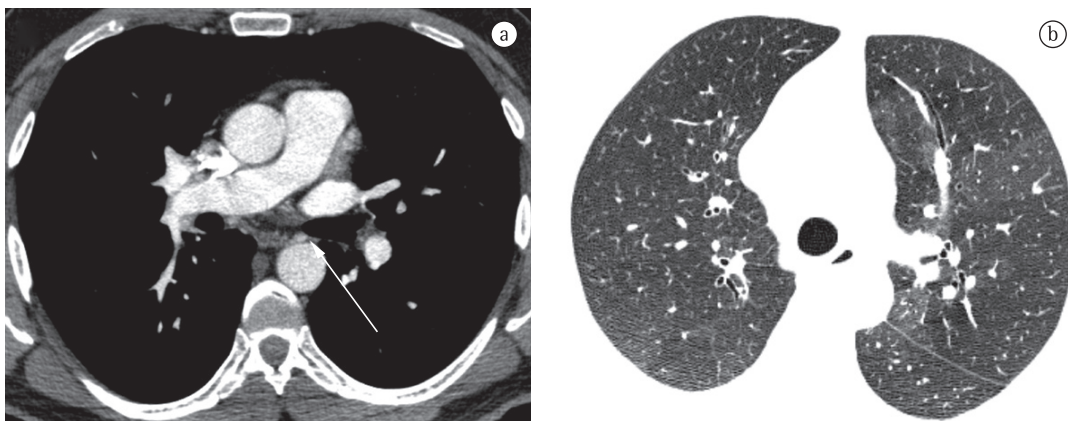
Imagens de angio-TC (em a) e TCAR (em b) de um paciente portador de hipertensão pulmonar trombótica. Notar em a o aumento do tronco da artéria pulmonar e o aumento do calibre das artérias brônquicas (seta). Em b, imagem de perfusão em mosaico.
